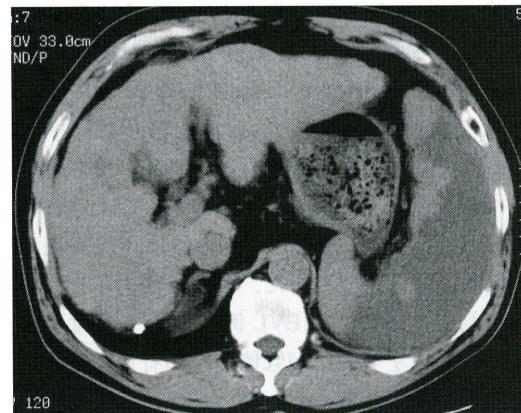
部分的脾動脈塞栓術後の CT 像。
